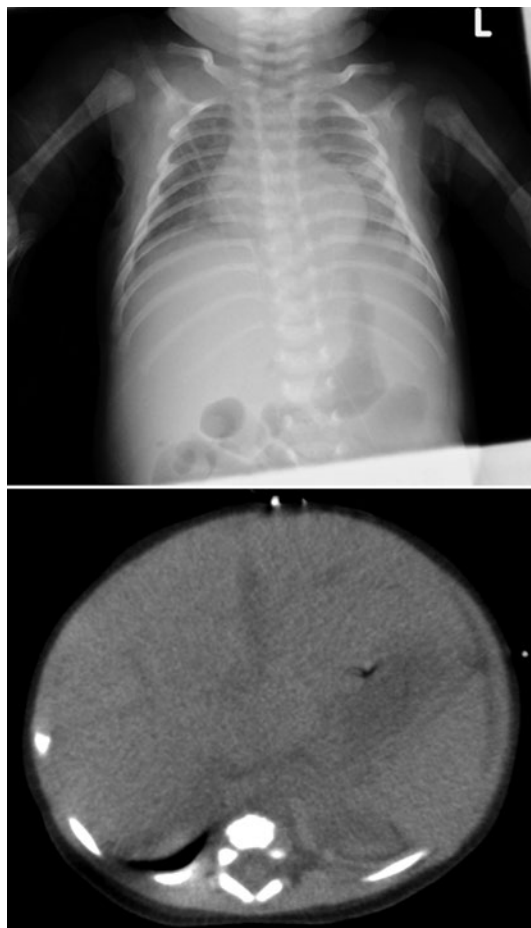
入院時胸腹部エックス線および腹部単純CT所見
